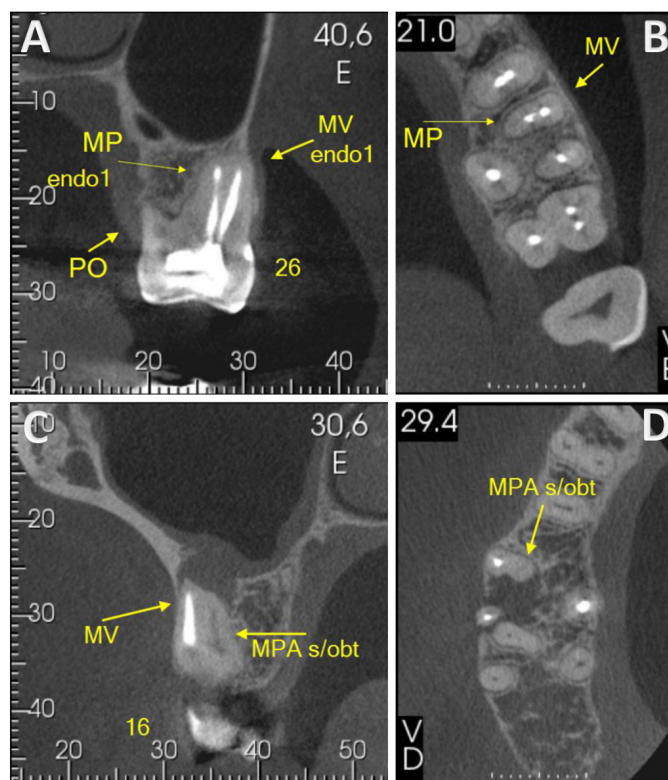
Tomografia computadorizada de feixe cônico demonstrando primeiro molar superior permanente tratado endodonticamente em dois planos de corte, com (A e B) quarto canal tratado e forame independente ou (C e D) quarto canal não tratado e forame independente
